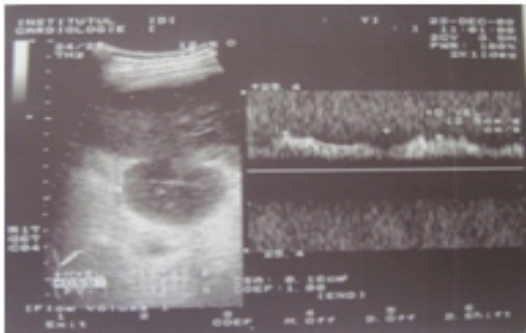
Splina accesorie (imagine ecoDoppler / intraoperator)
